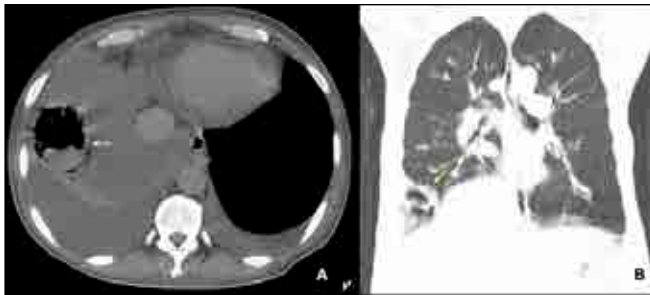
The initial axial (A) and coronal (B) thorax CT images show bilateral pleural effusion more prominent on the right side and a right lower lobe cavitary lesion.
